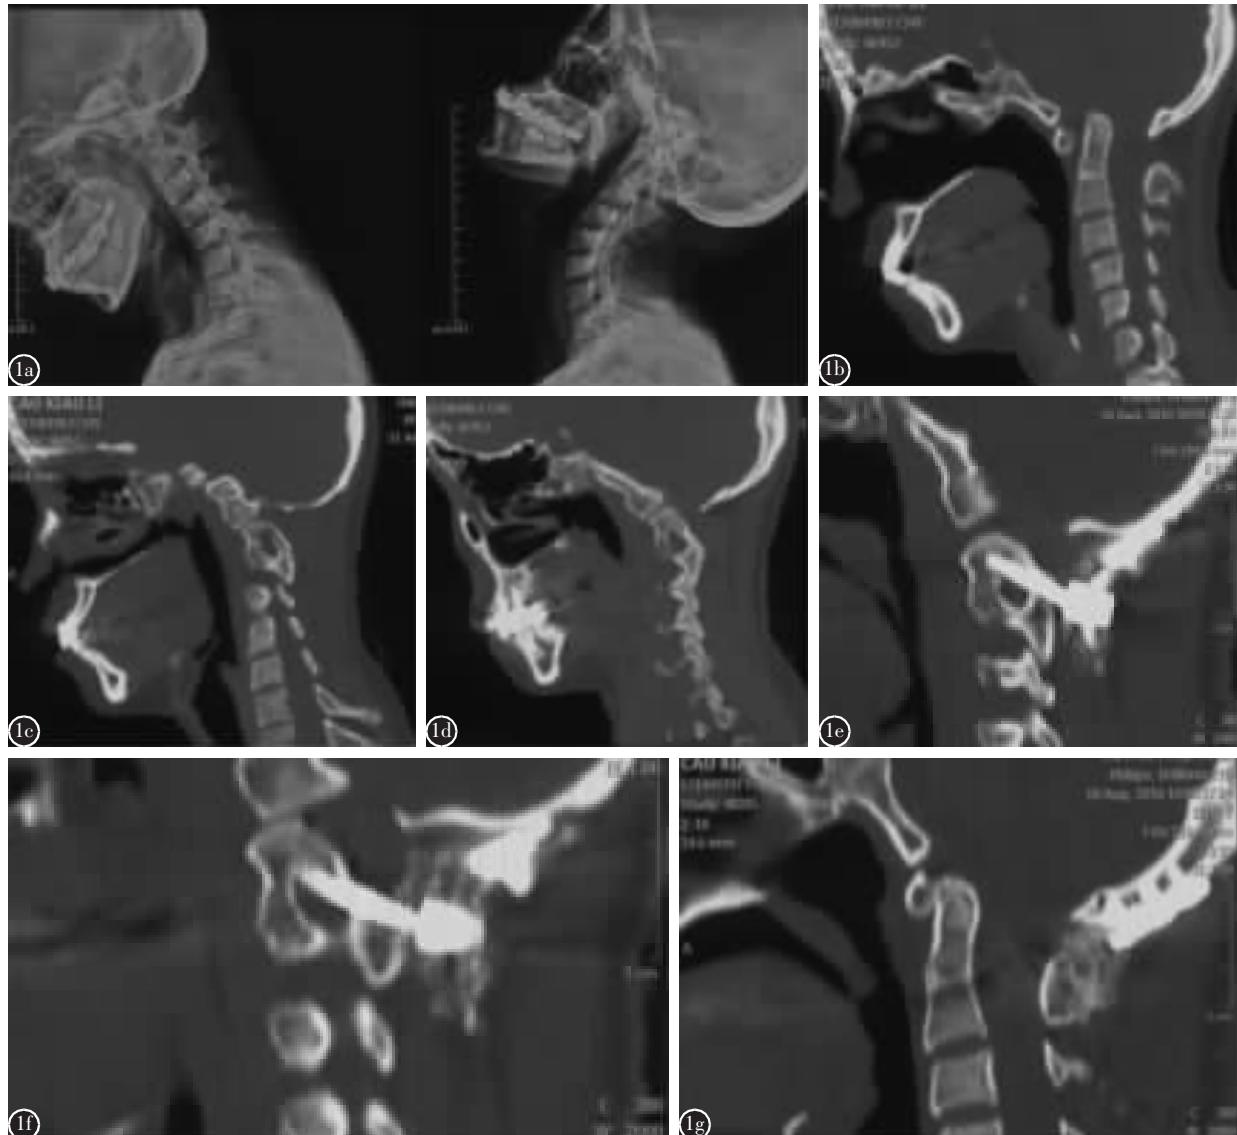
患者女性,33岁,寰枕融合,C2/3融合,寰枢椎不稳 a 术前X线片示寰枢椎过伸位复位,过屈位脱位 b 术前矢状位CT示ADI增大 c 术前矢状位CT示枢椎右侧椎弓根发育不良 d 术前矢状位CT示枢椎左侧椎弓根发育不良 e 术后矢状位CT示枢椎右侧椎弓根螺钉为“in-out-in”三皮质螺钉 f 术后矢状位CT示枢椎左侧椎弓根螺钉为“in-out-in”三皮质螺钉 g 术后6个月CT示骨性融合,复位无丢失
